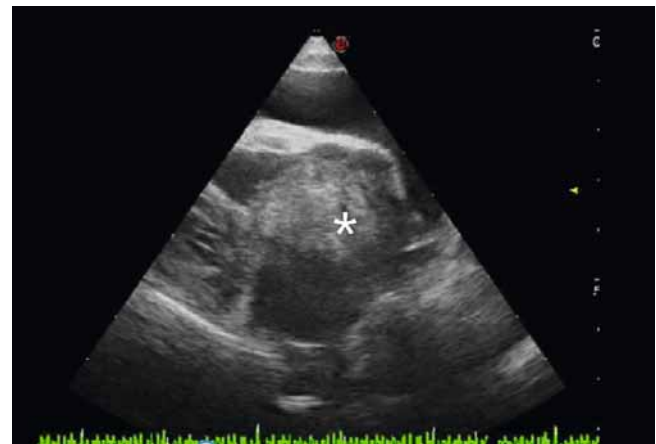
Rechter parasternaler Längsachsenschnitt des Herzens, Vierkammerblick, \*Masse im rechten Atrium
